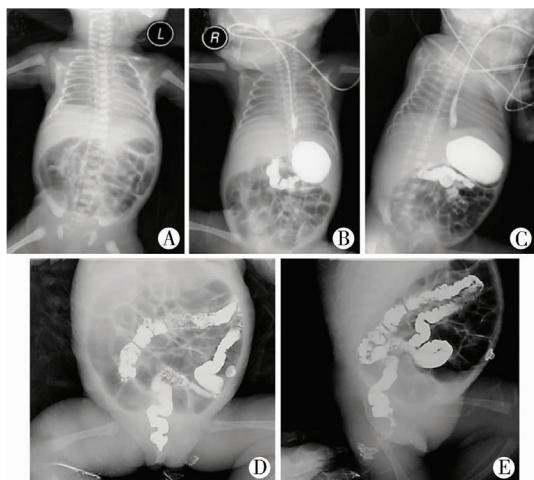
动力性肠梗阻极低出生体重儿的腹部平片、GI、BE表现。A. 患儿,女,出生15 d,腹部平片示肠腔广泛充气扩张。B~E. 该患儿GI、BE未见明显消化道畸形。
